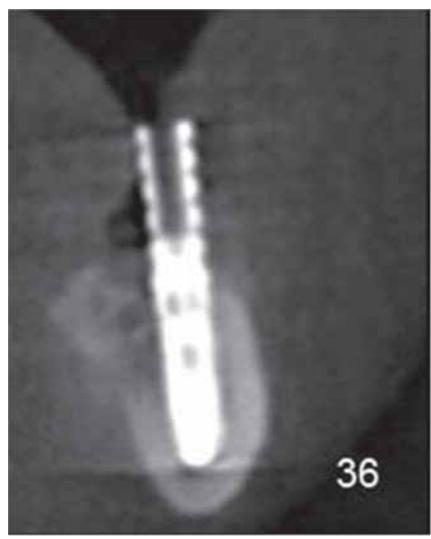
а, б, в, г. Рентгенологический контроль установки имплантатов на ОПТГ и в боковой проекции, хорошо различим нижнечелюстной канал (отмечен стрелкой)
